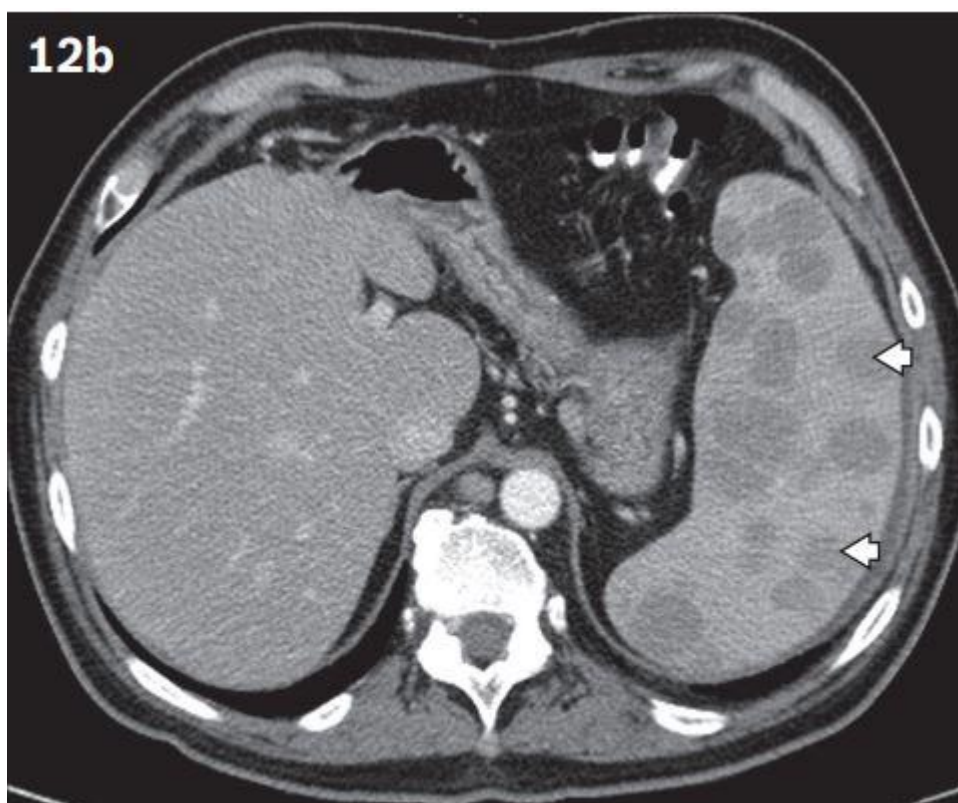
Coupe axial d'une TDM injectée au temps portal objectivant de multiples lésions hypodenses arrondies variant de taille en faveur d'un lymphome [25]
